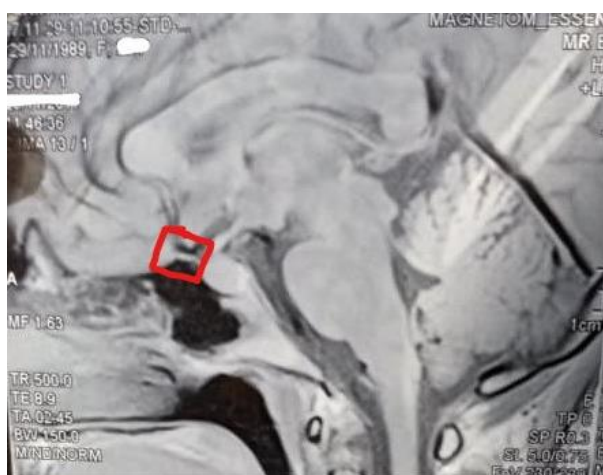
IRM sagittale, formation hypointense T₂ de 7,2 mm
